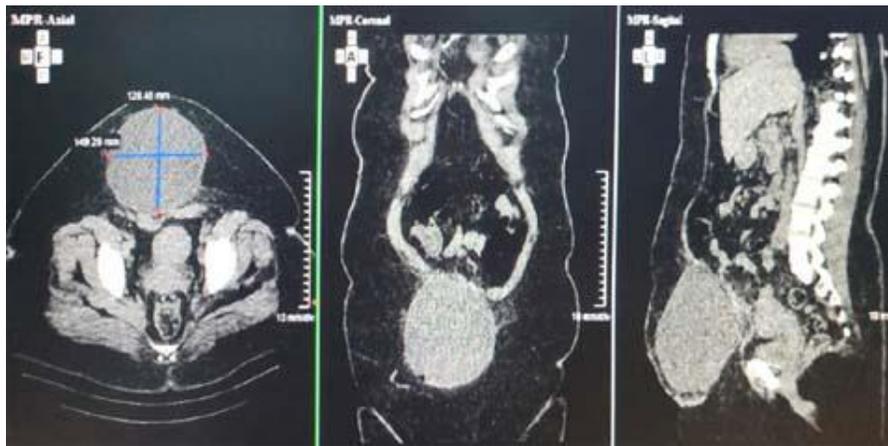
Tomografía computarizada del abdomen. Lesión de aspecto quístico, en el tejido subcutáneo, con una gruesa cápsula.
